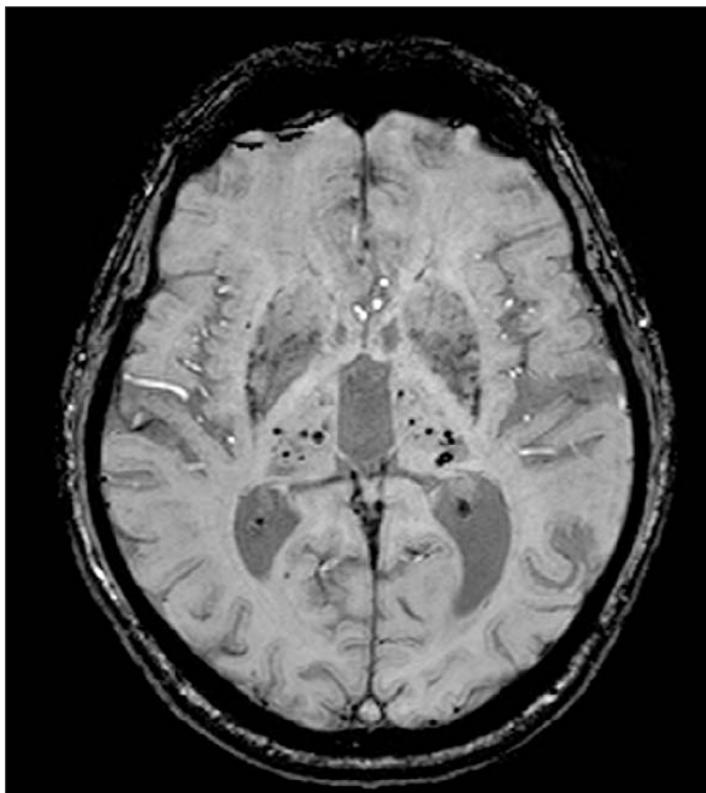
Множественные микрокровоизлияния (МРТ 3 Тесла)
